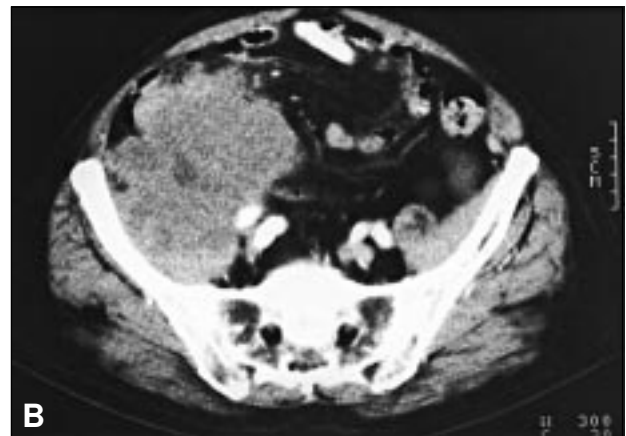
(A) Sección de TAC que muestra la zona más caudal de ambos riñones poliquísticos. En el polo inferior del riñón derecho se aprecian varios quistes envueltos por una masa de densidad tejido blando que está invadiendo el músculo psoas derecho. (B) Imagen axial unos centímetros caudal a la anterior en la que se observa una gran masa sólida que invade el músculo psoas-iliaco.
